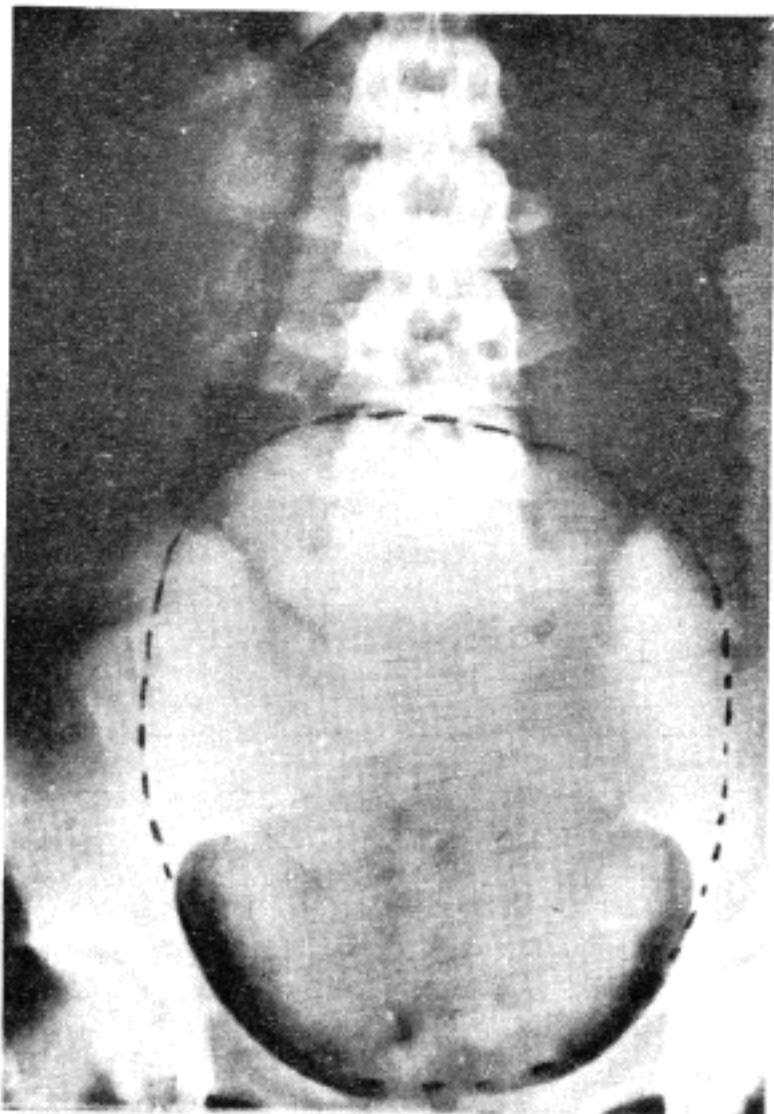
Outline of solid pelvic tumor on the plain abdomen X-ray.
